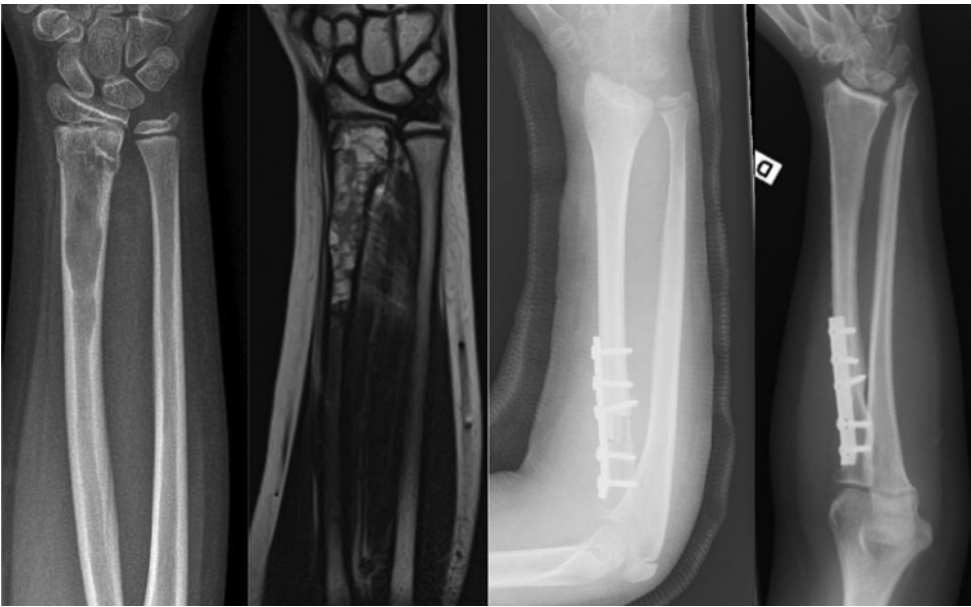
Fille de 8 ans présentant un ostéosarcome télangiectasique du radius distal envahissant le cartilage de croissance. De gauche à droite : radiographie préopératoire, imagerie par résonance magnétique (IRM) préopératoire, radiographie postopératoire précoce, radiographie après trois ans et demi d'évolution.
